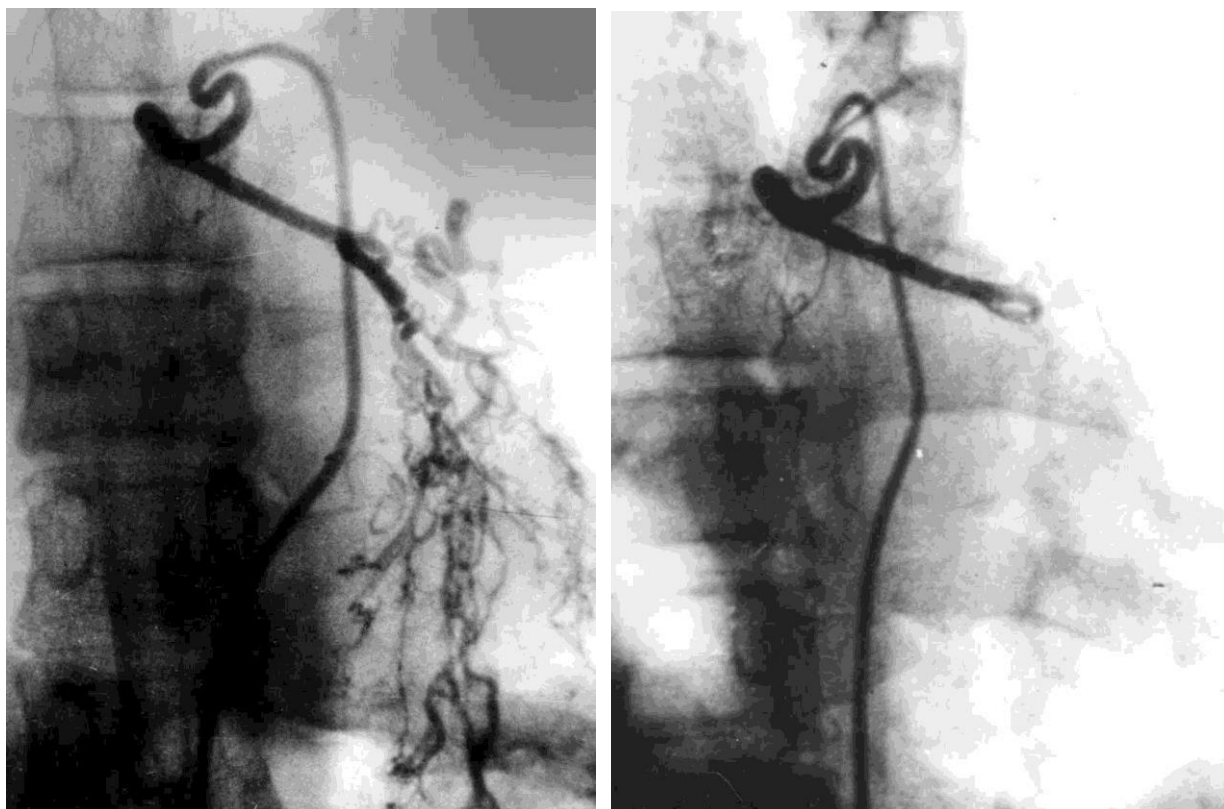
Бронхиальная артериография до и после рентгено-эндоваскулярной окклюзии. (Фото из архива кафедры)
